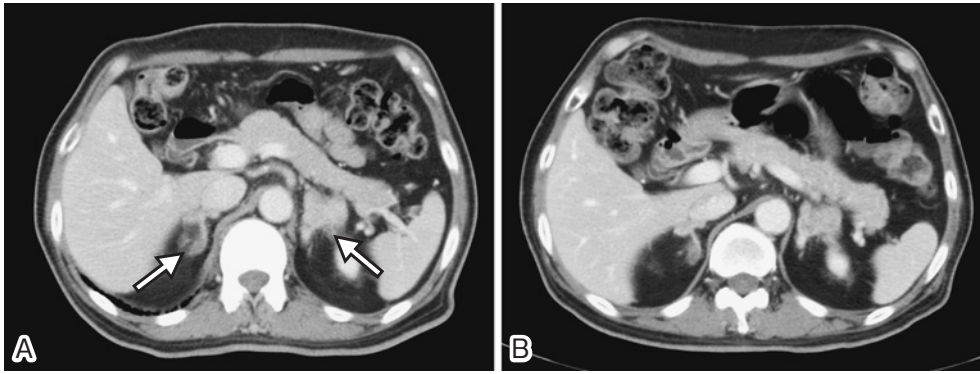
Abdominal CT scans show the new metastatic masses (arrows) in the bilateral adrenal glands on his more recent admission in July, 2009 (A), and no further increase in size after one month of treatment with erlotinib in August, 2009 (B).
